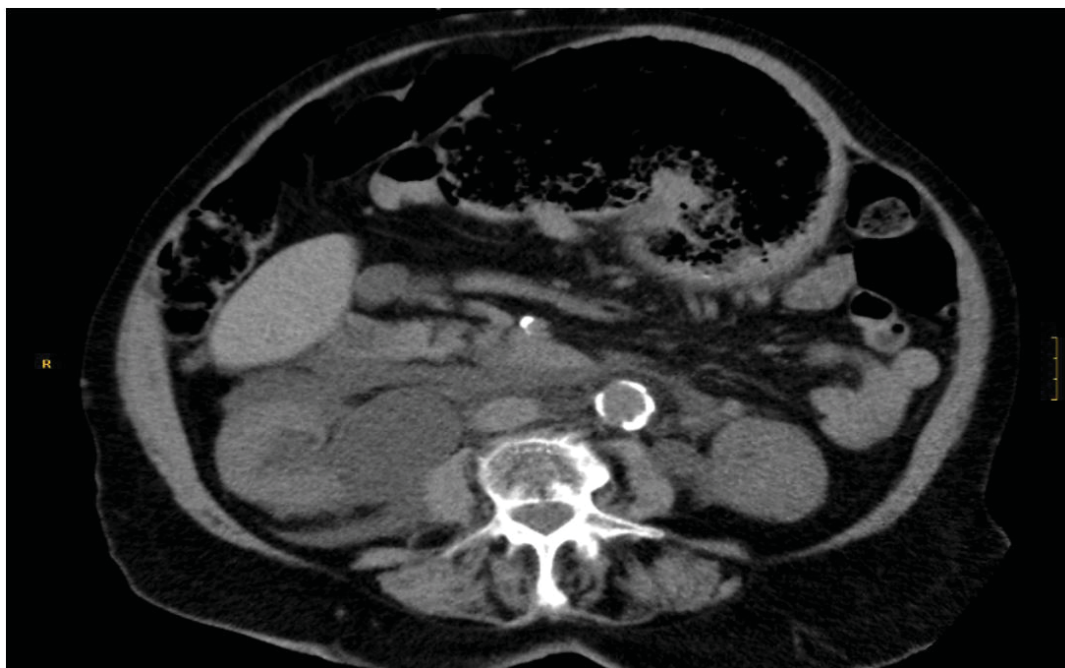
Corte axial de TC abdominal sin contraste en el que se aprecia ectasia renal derecha grado III por compresión extrínseca, con colección de densidad agua en el espacio perirrenal derecho que sugiere rotura de fórnix derecho con extravasación de orina a espacio retroperitoneal.
